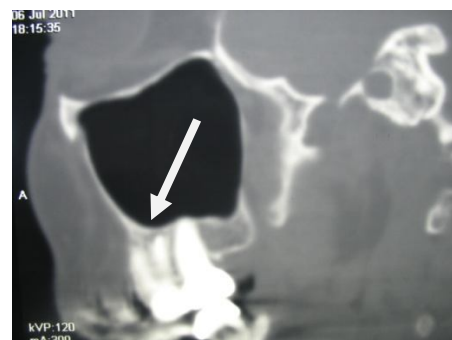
Реформат костей лицевого черепа МСКТ в саггитальной проекции через 12 месяцев после электроцистэктомии
